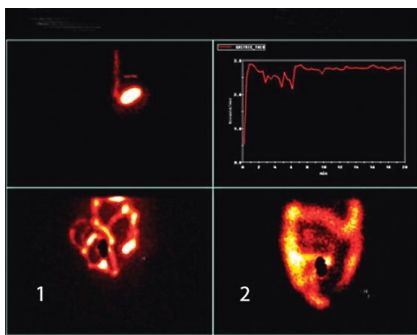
Серии сцинтиграмм желудка и кишечника больной В. Кривая эвакуации РФП из желудка изменена, эвакуаторная функция желудка замедлена. Признаков тонкокишечной непроходимости не выявлено. При своевременном поступлении РФП в слепую кишку отмечено умеренное замедление пассажа по тонкой кишке в правом мезогастрii, свободное продвижение индикатора по толстой кишке до дистальных отделов в течение восьми часов с остановкой пассажа на уровне сигмовидной кишки. Цифрами обозначены статические кадры через три (1) и восемь часов (2).
